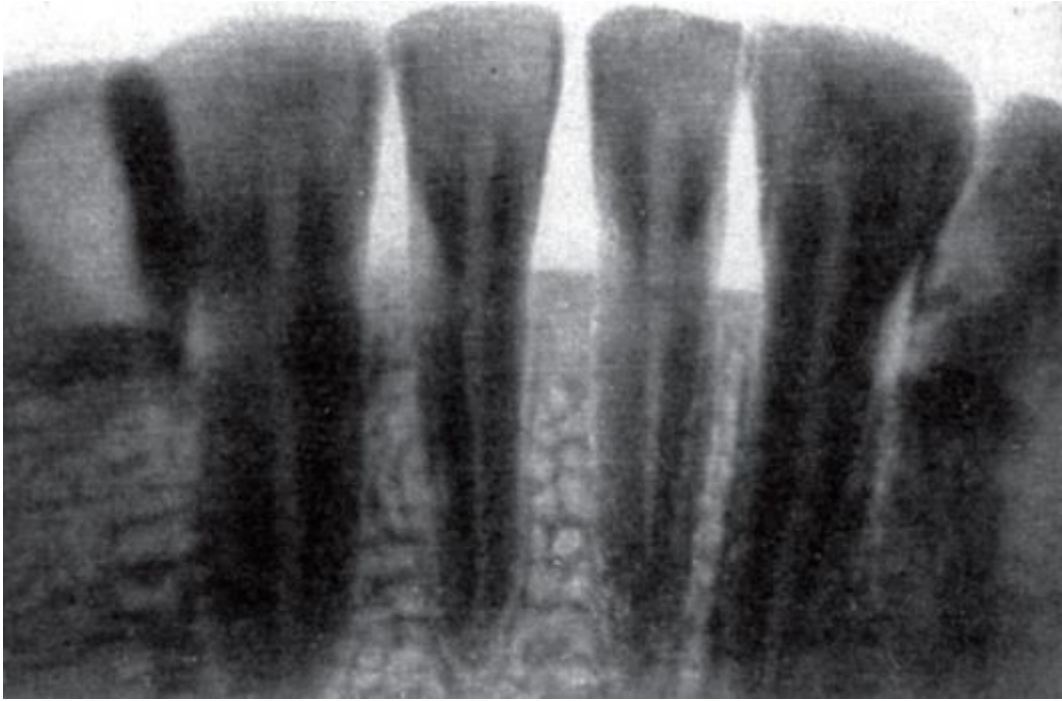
Рентгенограмма нижних резцов
